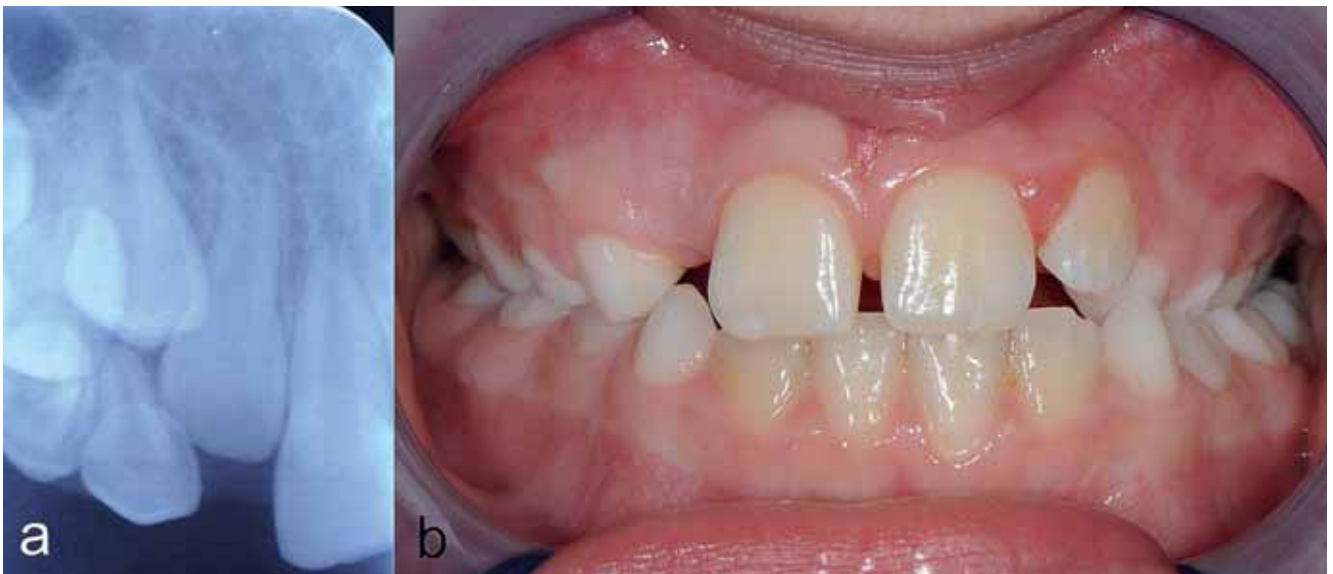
Après 12 mois, les radiographies montrent une position nettement caudale de la 12 et une croissance radiculaire en progression (a). Du point de vue clinique, l'éruption de la 12 ne se produit cependant pas. Les dents 63, 64, 65 et 26 sont en occlusion croisée (b).
